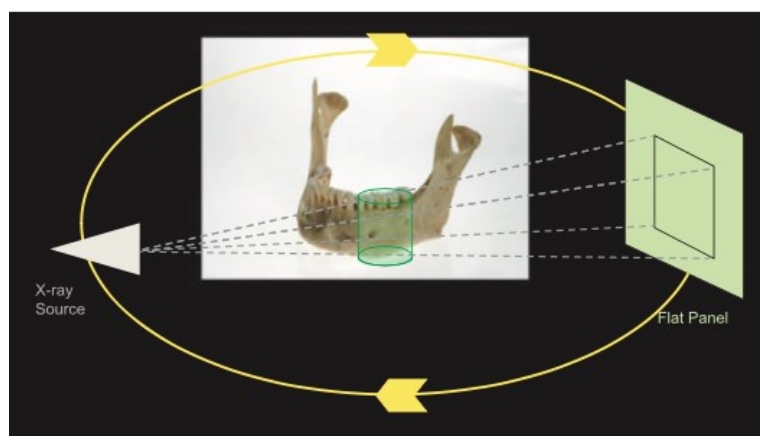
Captura de dados pelo CBCT.
